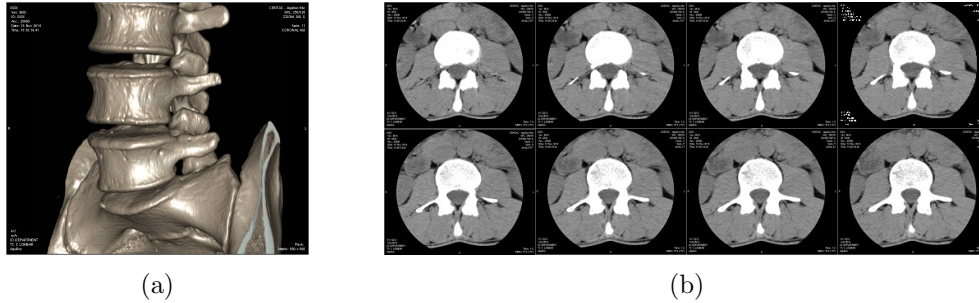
a) Modelo 3D do segmento lombar; b) Imagens de uma vértebra no plano longitudinal. Ambas as imagens são provenientes do TAC adquirido.
